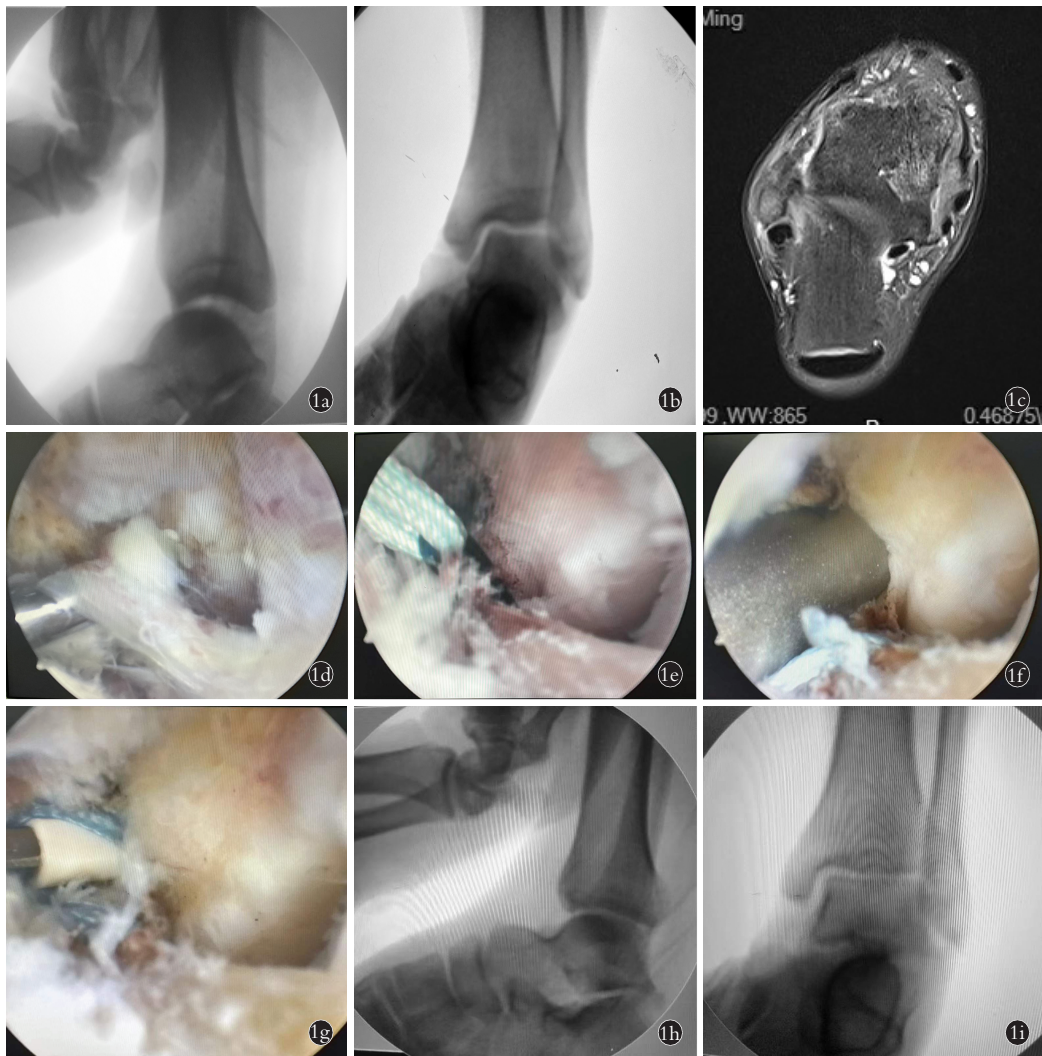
患者,男,28 岁,右侧踝关节外侧慢性不稳,伤后 8 个月行全踝关节镜下免打结锚钉修复距腓前韧带治疗 1a 1b。入院后第 3 天行右侧踝关节应力下 X 线示前抽屉试验及内翻试验均阳性 1c。入院后第 4 天行右侧踝关节 MRI 轴位像示右侧距腓前韧带增厚迂曲,提示距腓前韧带陈旧性损伤 1d。术中见镜下见距腓前韧带残端,用直钳牵拉残端复位 1e。镜下用过线器穿过韧带引入双股 2.0 mm 不可吸收线捆扎韧带 1f。采用 3.4 钻头在腓骨距腓前韧带足印区钻孔 1g。将 3.5 mm 免打结锚钉尖端孔处引入 2.0 mm 不可吸收线,将足踝保持中立外翻位,调整韧带张力,敲击锚钉进入预钻孔内 1h, 1i。术后 6 个月右侧踝关节应力下 X 线片示前抽屉试验及内翻试验均阴性
